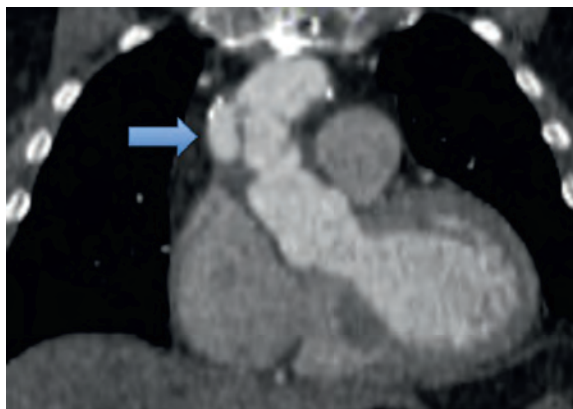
Коронарное изображение компьютерной томографической ангиографии демонстрирует очаговое контрастное выпячивание в дистальном анастомозе трансплантата у пациента с предшествующим расслоением аорты I типа, соответствующим послеоперационной псевдоаневризме (стрелка)
